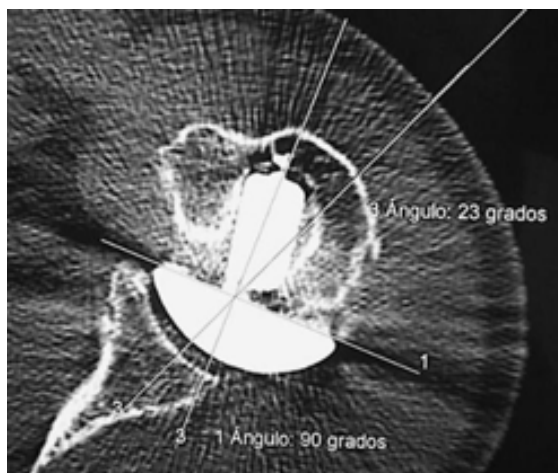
Càlcul de la versió per TC. Es pot observar la consolidació de les tuberositats a lloc.
